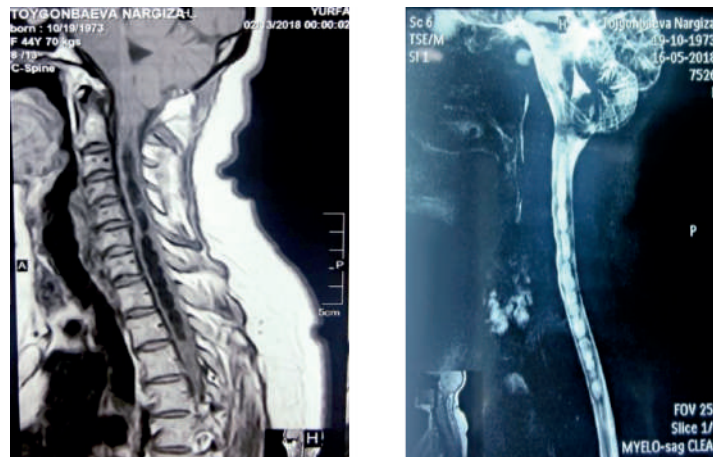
T1-взвешанный МРТ шейного отдела позвоночника (А) и в режиме миелограммы (Б) в сагиттальных плоскостях
